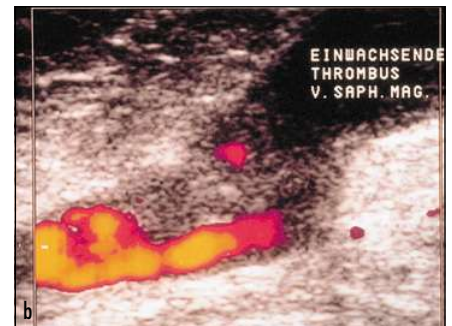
Aszendierende Varikophlebitis der Vena saphena magna nach Urlaub im Süden und Flugreise (a) und farbduplexsonographische Darstellung einer sapheno-femoralen Thrombose (b)
